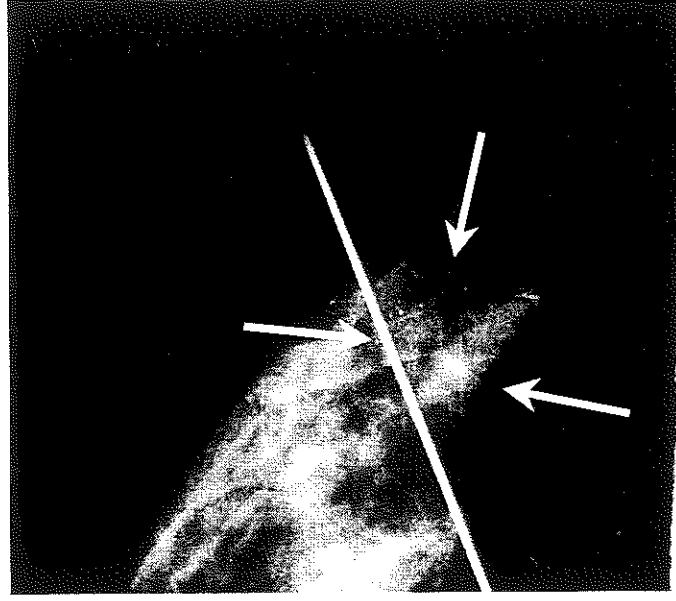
Resim 5'teki olgunun cerrahi doku grafisi.
